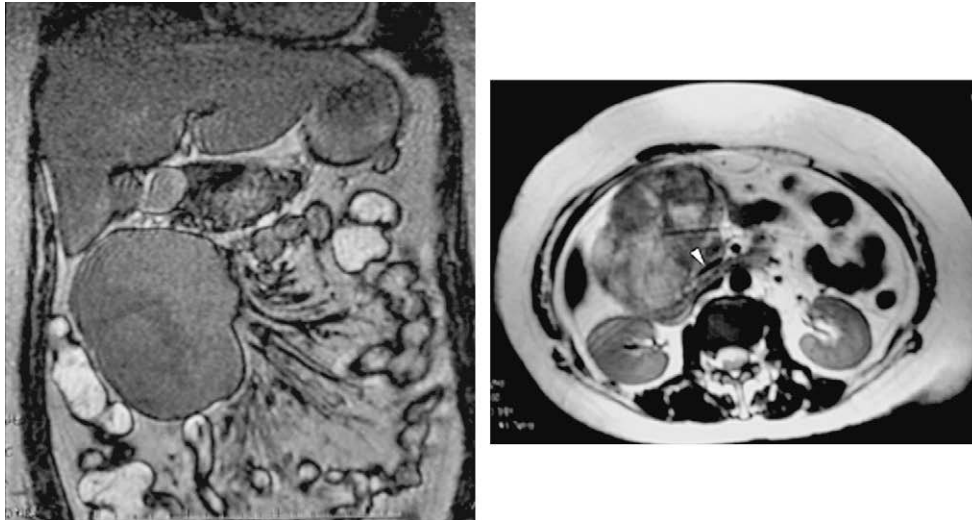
Imágenes de resonancia magnética que muestran un tumor bien definido, que parece originarse en la vena mesentérica superior. Izquierda: imagen coronal. Derecha: imagen axial.
